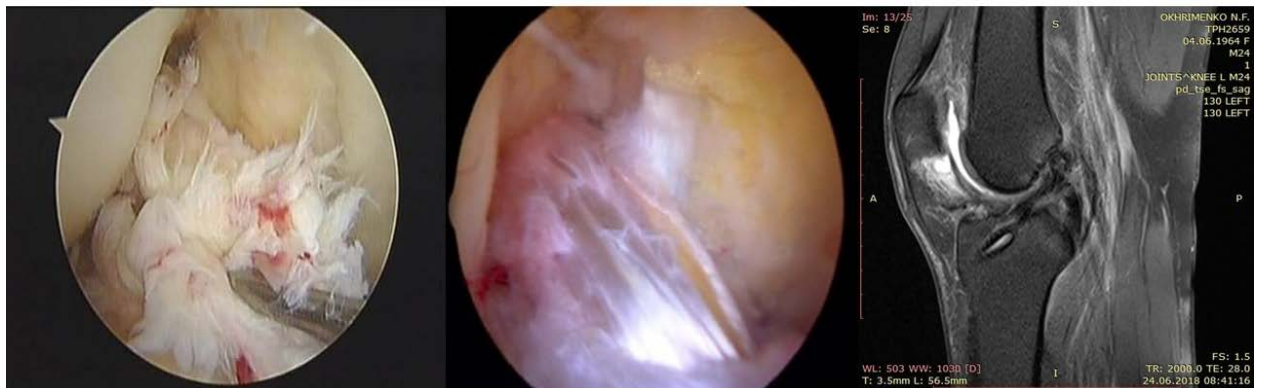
Пошкоджена зв'язка. «Нова» зв'язка (аутоотрансплантат). МРТ з сухожилковим трансплантатом та проведеними біодеградуєчими (розчинними) гвинтами
